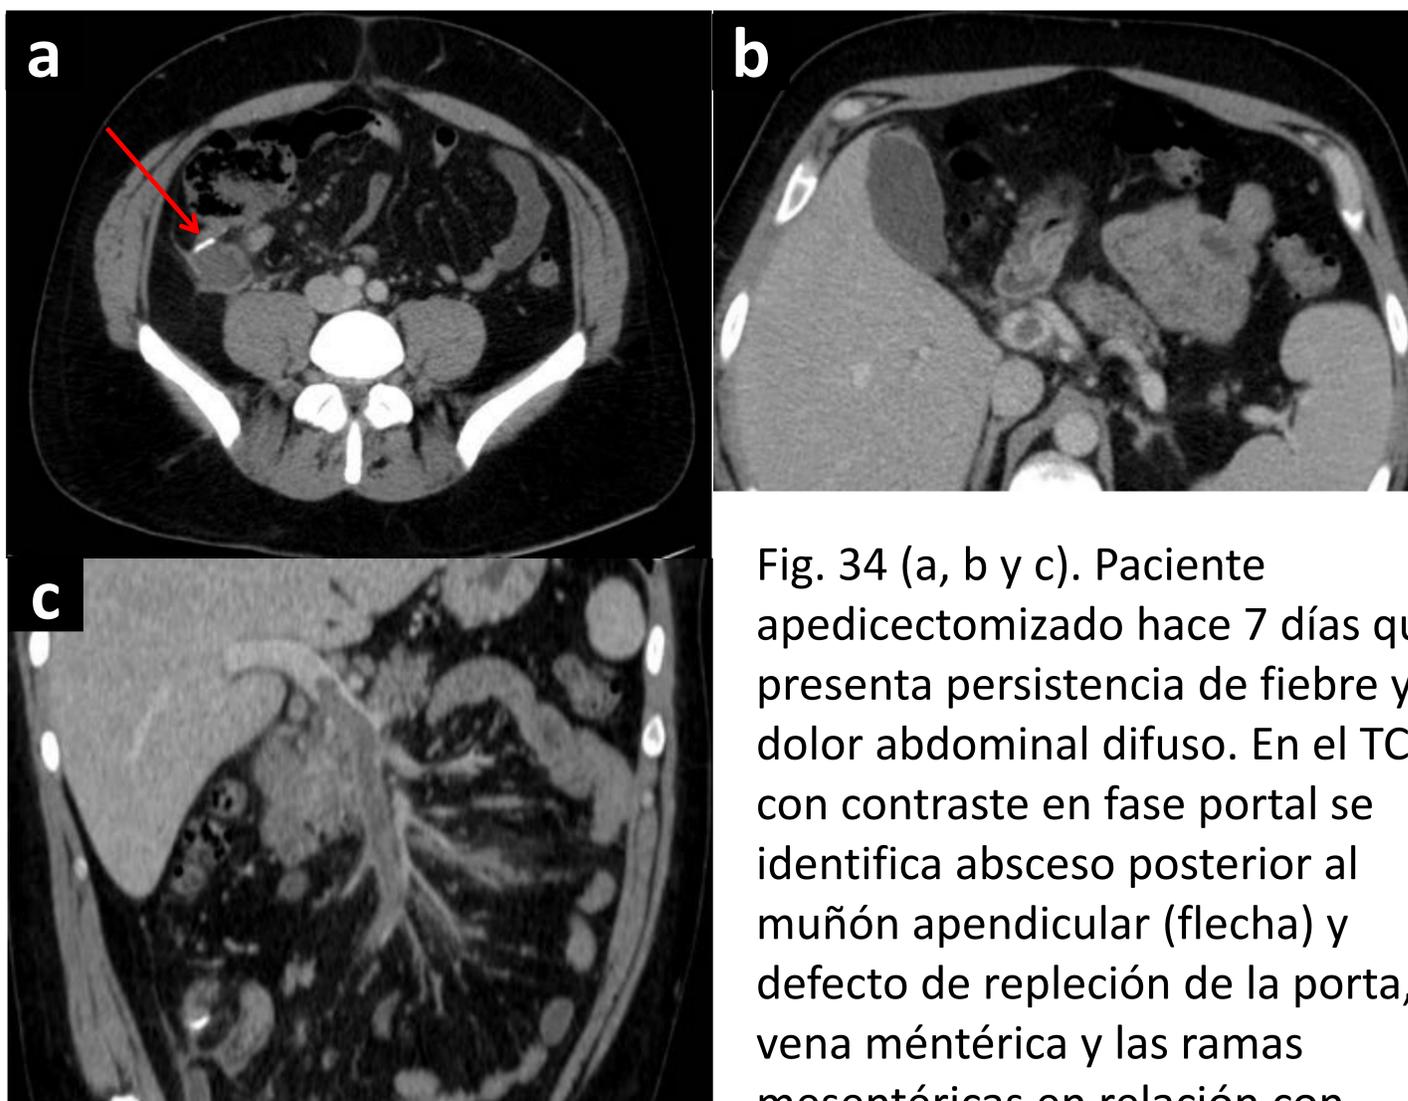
(a, b y c). Paciente apendicectomizado hace 7 días que presenta persistencia de fiebre y dolor abdominal difuso. En el TC con contraste en fase portal se identifica absceso posterior al muñón apendicular (flecha) y defecto de repleción de la porta, la vena mesentérica y las ramas mesentéricas en relación con trombosis portomesentérica.
